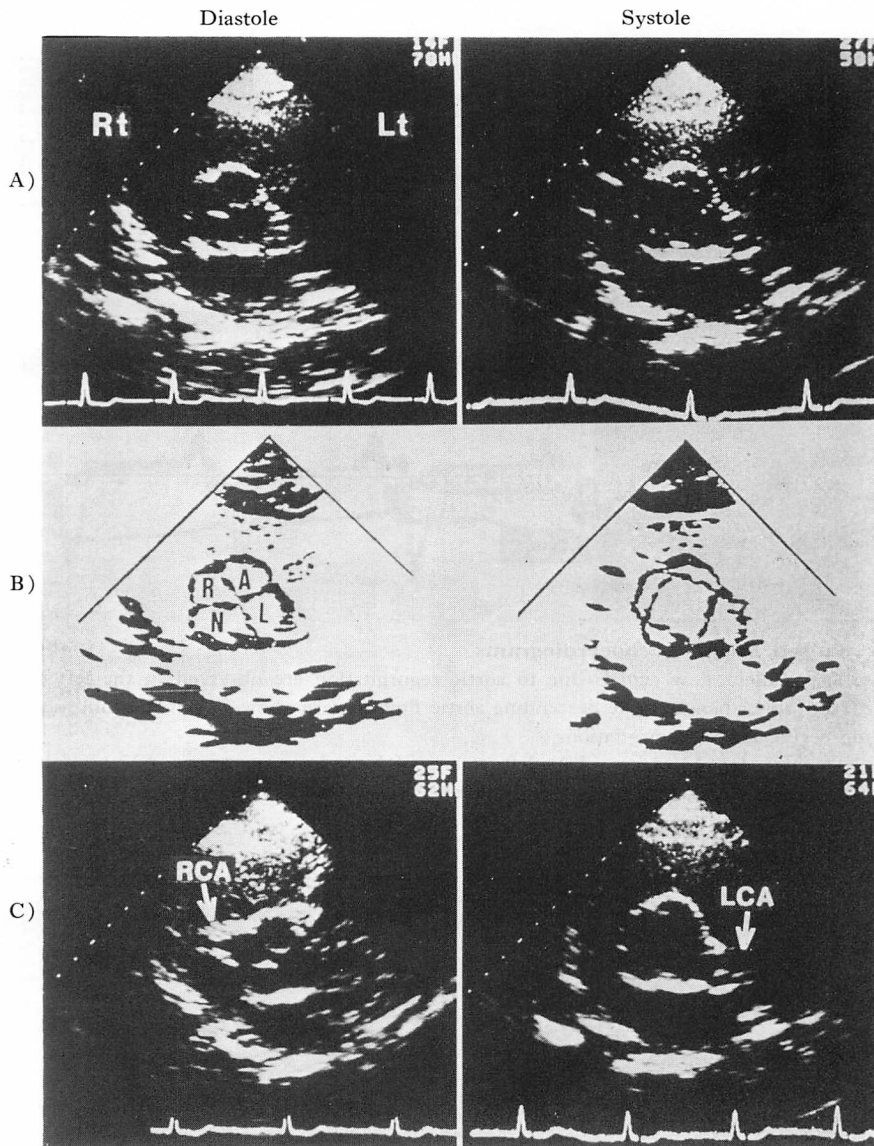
Two-dimensional echocardiograms in the parasternal short-axis view showing the quadricuspid aortic valve.
